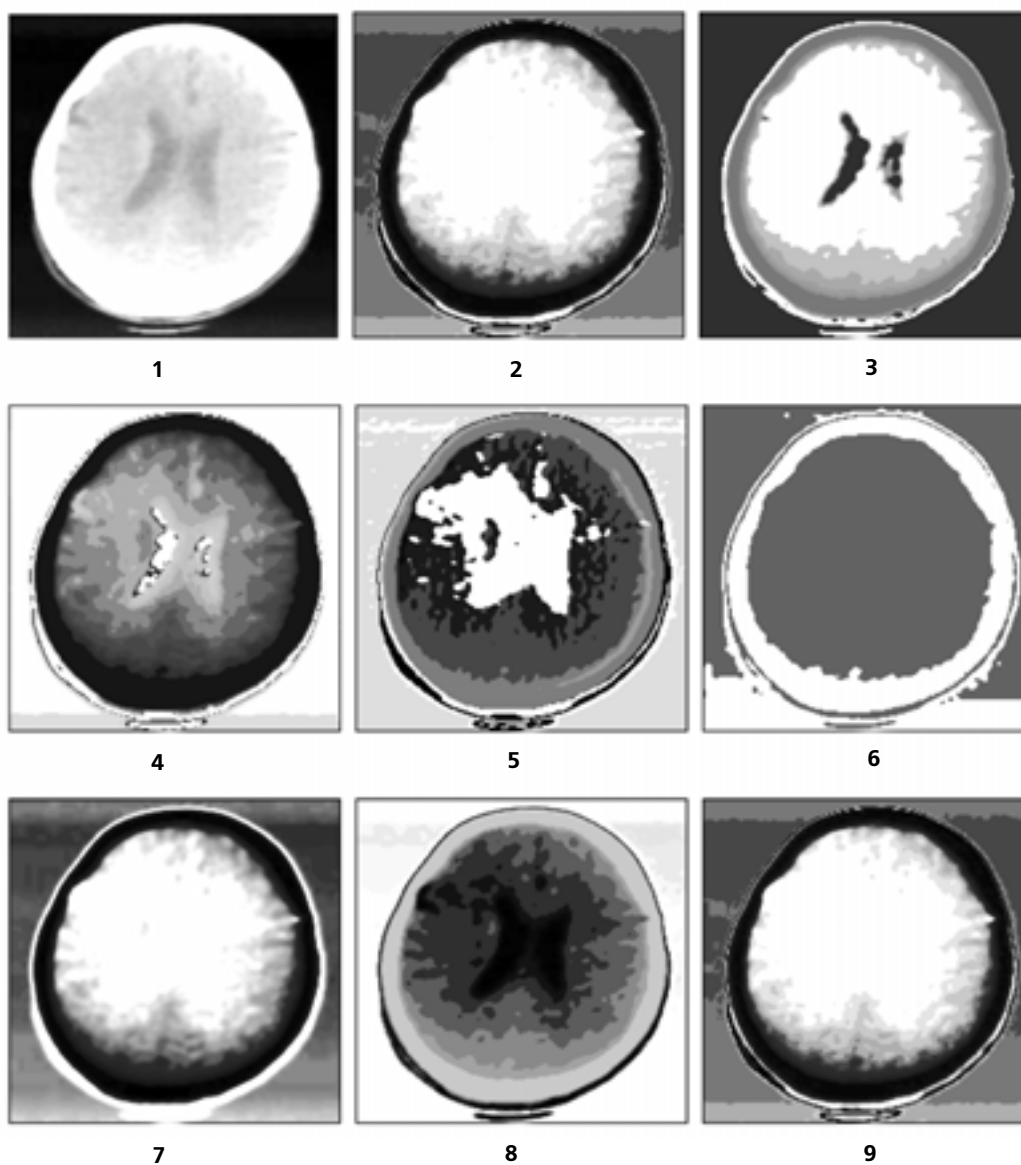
Синтезированные информационные характеристики МПРО для рентгеновского томографического изображения головного мозга: 1 – исходное изображение; 2 – $f_r(x,y)$; 3 – $f_a(x,y)$; 4 – $f_{gr}(x,y)$; 5 – $f_{ga}(x,y)$; 6 – $a_r(x,y)$; 7 – $a_a(x,y)$; 8 – $\tau_{gr}(x,y)$; 9 – $\tau_{ga}(x,y)$.
